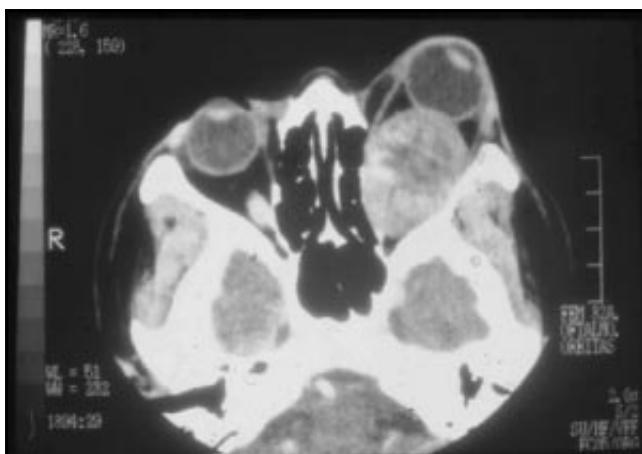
Tomografía axial computada con medio de contraste que muestra masa ovoidea intraconal con reforzamiento periférico, y moldeamiento sin erosión de estructuras óseas.
